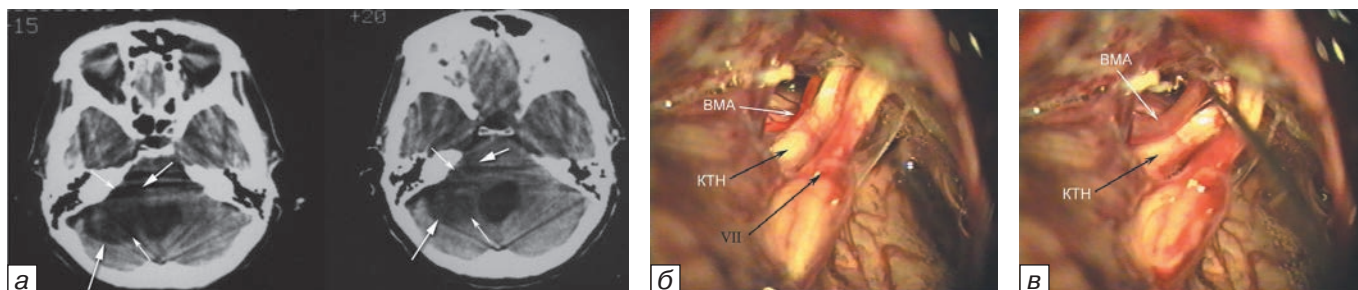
РК-томограмма больной П., 64 лет. Арахноидальная ликворная киста правой боковой цистерны моста: а — киста указана стрелками; этапы опорожнения кисты: интраоперационные фотографии: б — обнаружен васкулоневральный конфликт между КТН и ВМА, в — с целью устранения конфликта ВМА транслоцирована в пространство между КТН и наметом мозжечка.
